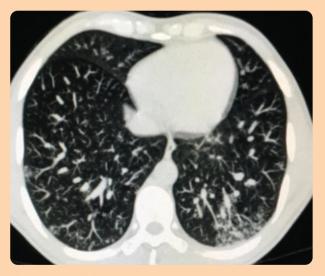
(TAC pulmonar) Paracoccidioidomicosis con
